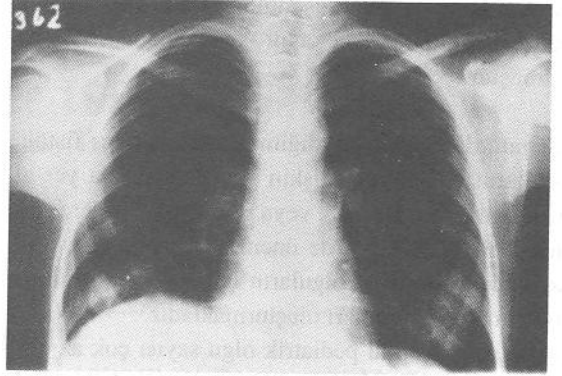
Olgumuzun ameliyat öncesi akciğer grafisi.
